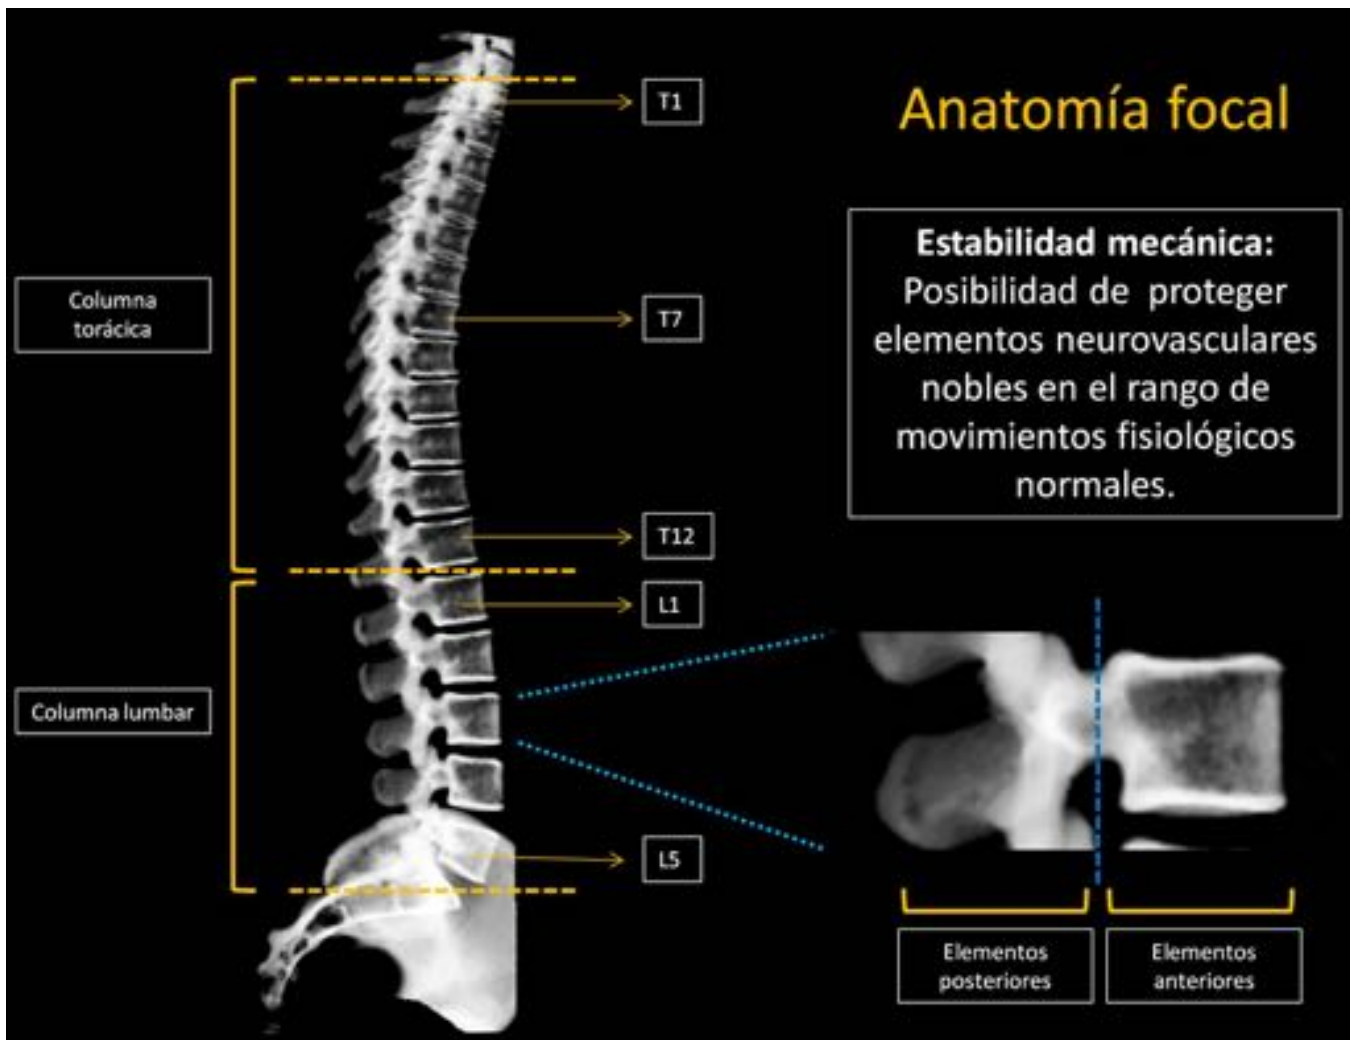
Reconstrucción esquemática tipo radiografía virtual de la columna espinal, mostrando los segmentos torácico y lumbar; así como la división de elementos óseos anteriores y posteriores.
